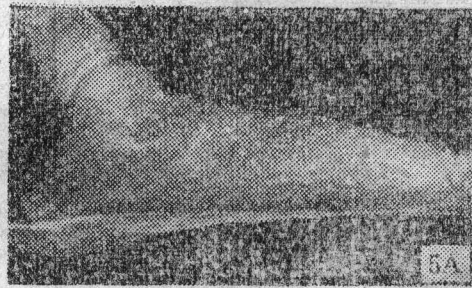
例1左足侧位X线照片。A. 术前足弓扁平；B. 术后3 $\frac{1}{2}$ 年足弓明显改善
